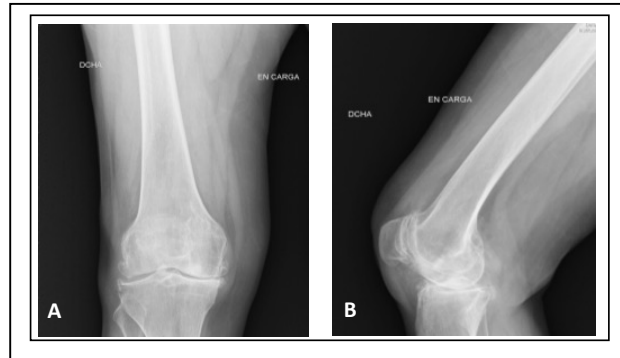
Radiografía anteroposterior (A) y lateral (B) de artrosis de rodilla.
